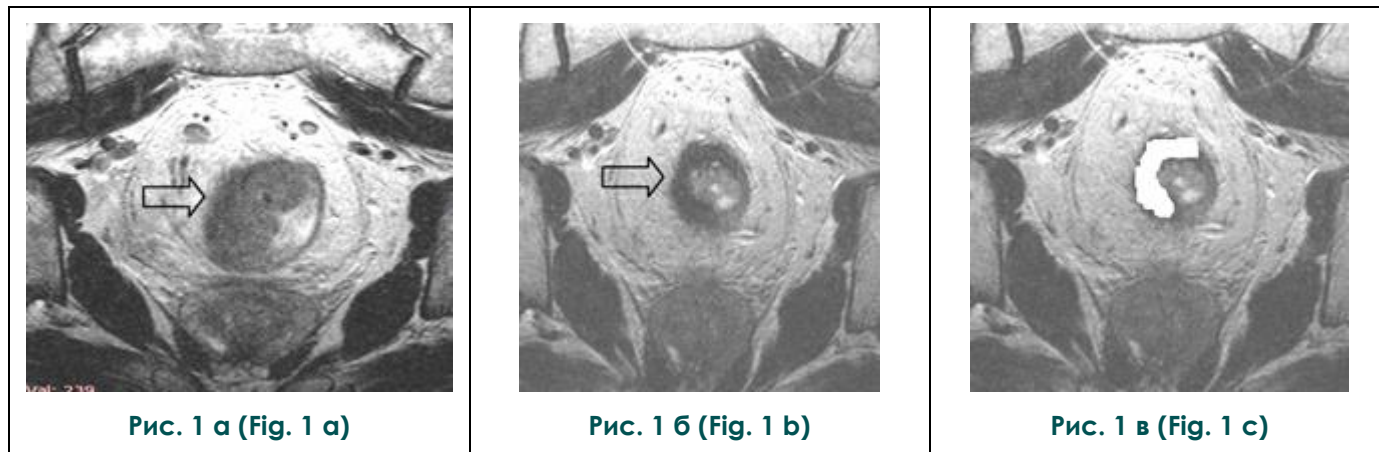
МРТ малого таза, T2-ВИ, косо-аксиальный срез.
